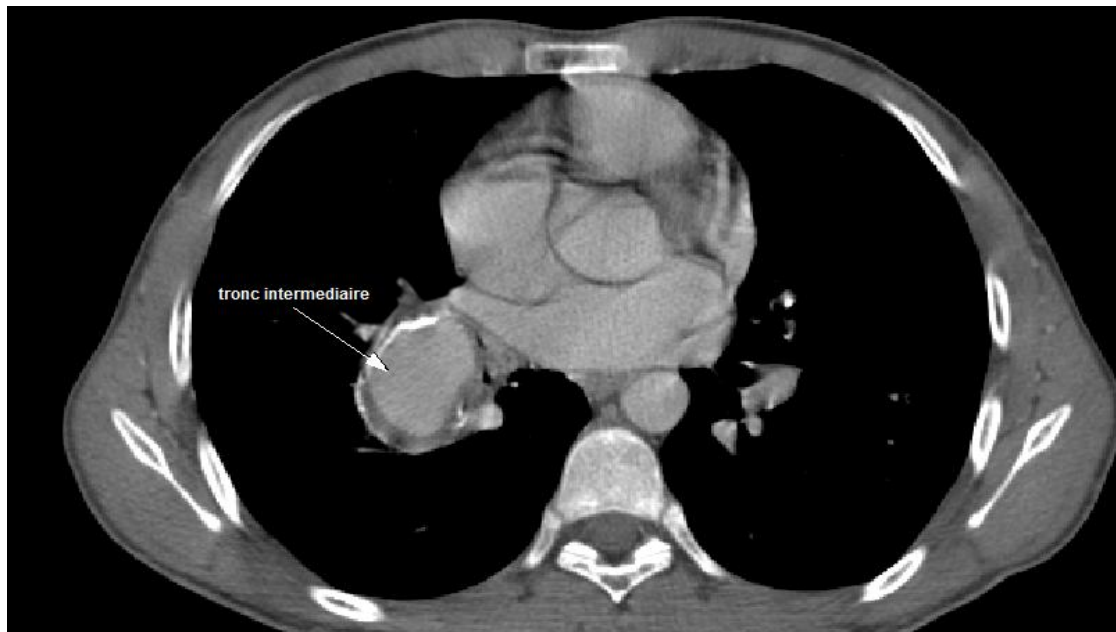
angio-TDM thoracique montrant un anévrisme du tronc intermédiaire de l'artère pulmonaire droite (patient O.R, service de radiologie/CHU Hassan II)
